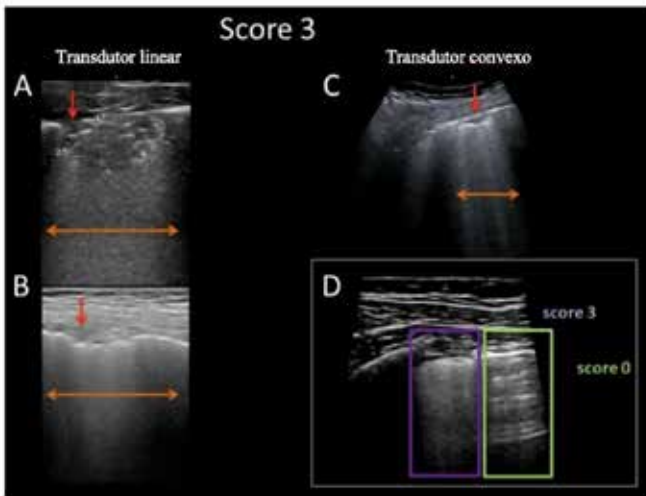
Imágenes de ecografía pulmonar obtenidas con sonda lineal (A-B) y convexa (C). La línea de la pleura está gravemente quebrada. Por debajo del punto de discontinuidad, grandes áreas de consolidación (más áreas hipoeogénicas indicadas por flechas rojas). Las imágenes hipereogénicas entre consolidaciones sugieren aerobroncogramas. El patrón pulmonar “blanco”, con mayor ecogenicidad, se indica mediante flechas naranjas. Este patrón se clasifica como Score 3. En el cuadro de la parte inferior derecha (D), se muestra una imagen pulmonar donde el límite entre un patrón de Score 0 (recuadro verde) y Score 3 (recuadro púrpura) es claramente visible⁶.
